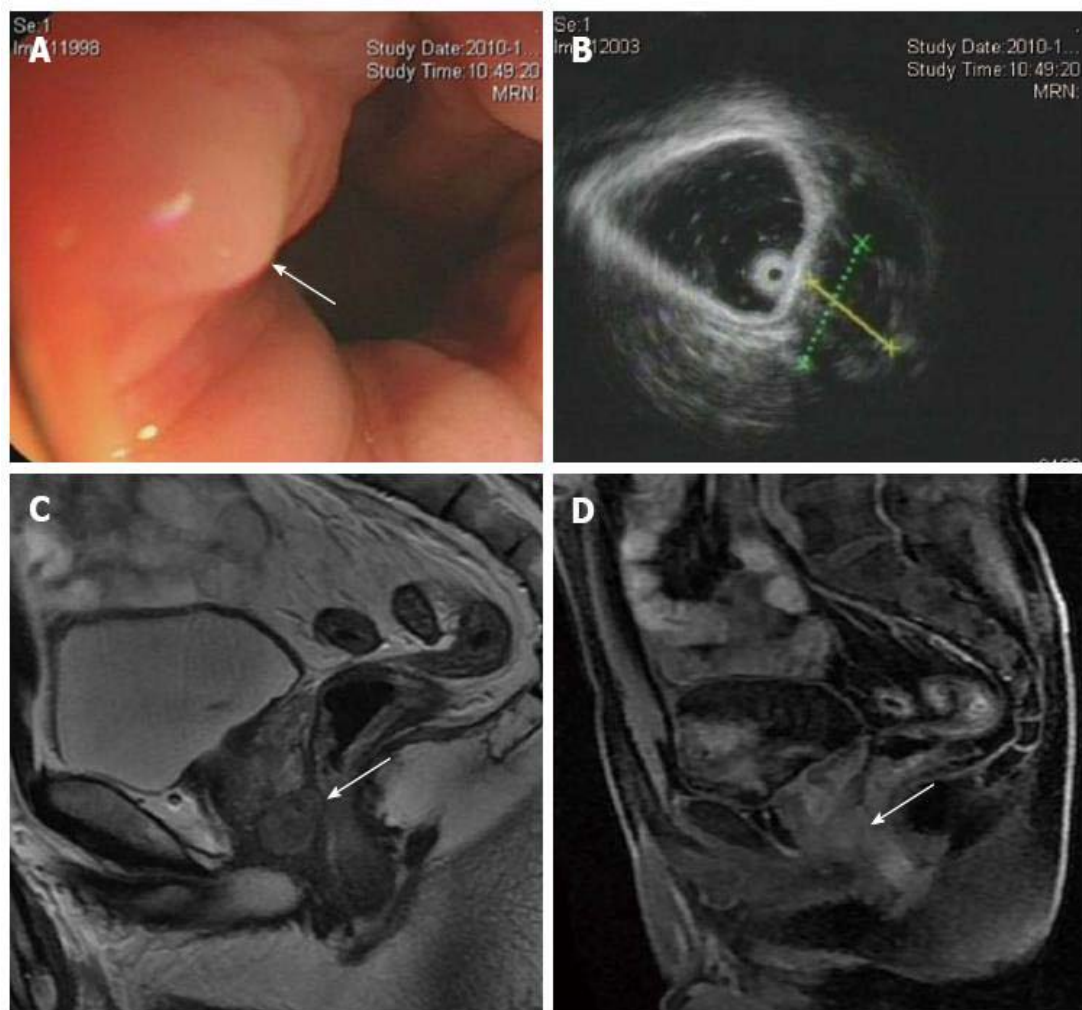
[84] Homme de 40 ans atteint d'une tumeur stromale gastro-intestinale rectale. R: La coloscopie montre une masse dépassant de la paroi rectale avec une muqueuse intacte recouvrant la surface (flèche); B: une échographie endoscopique montre une masse hypoéchogène bien définie située le long de la face antérieure droite de la paroi rectale; C: L'imagerie par résonance magnétique pondérée T2 sagittale montre une masse hyperintense ovale, homogène, avec une marge nette bordant la paroi rectale antérieure. Une petite zone de continuité anatomique entre la tumeur et la paroi rectale antérieure est observée (flèche); D: L'image pondérée en T1 après contraste montre une masse prenant légèrement le produit de contraste de façon homogène (flèche)
